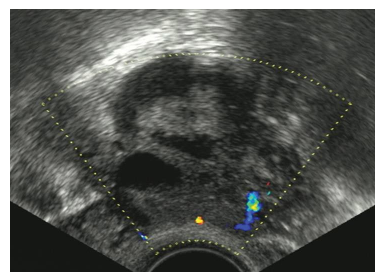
Otra imagen ecográfica de un ovario con un quiste endometriósico. En este caso muestra patrón complejo con ecos difusos y organizados. El estudio Doppler color muestra escasa vascularización periférica.
